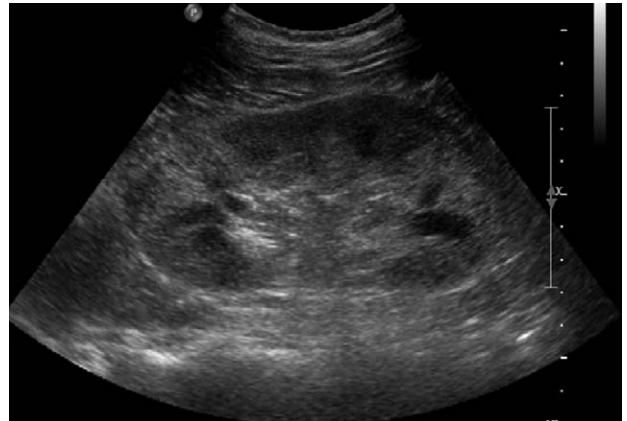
Abdomen sonography taken on 3 month after discharge shows normal kidney size and increased echogenicity on renal parenchyme.
